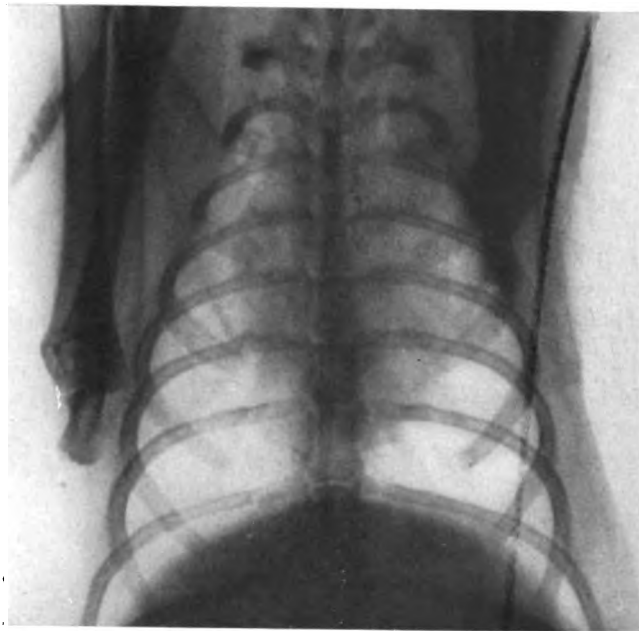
Radiographie du thorax d'un lapin chez qui on a pratiqué l'hépatospléno-graphie avec doses expérimentales moyennes. Par opposition à la figure 6 les plages pulmonaires sont claires et le cœur opaque.
